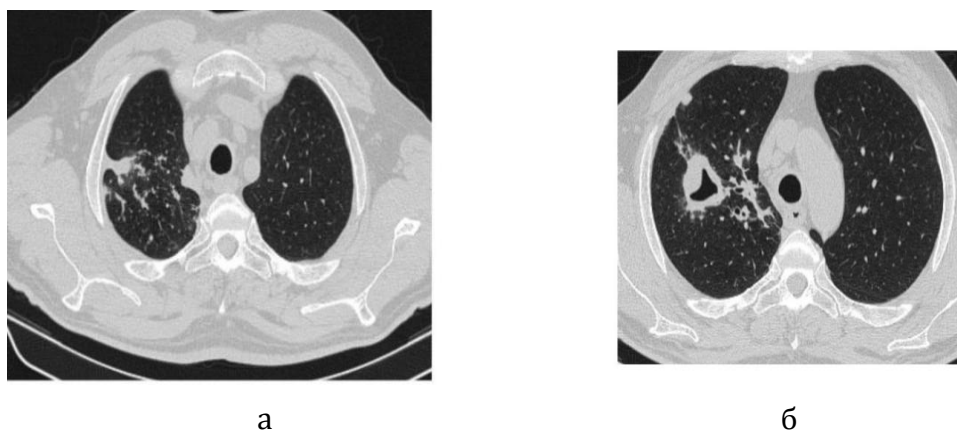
Аксиальные срезы КТ ОГК пациента в легочном режиме: а – инфильтративные изменения специфического характера с очагами отсева в верхней доле правого легкого; б – массивная полость распада легочной ткани в верхней доле правого легкого размерами 2,3 × 1,8 см
